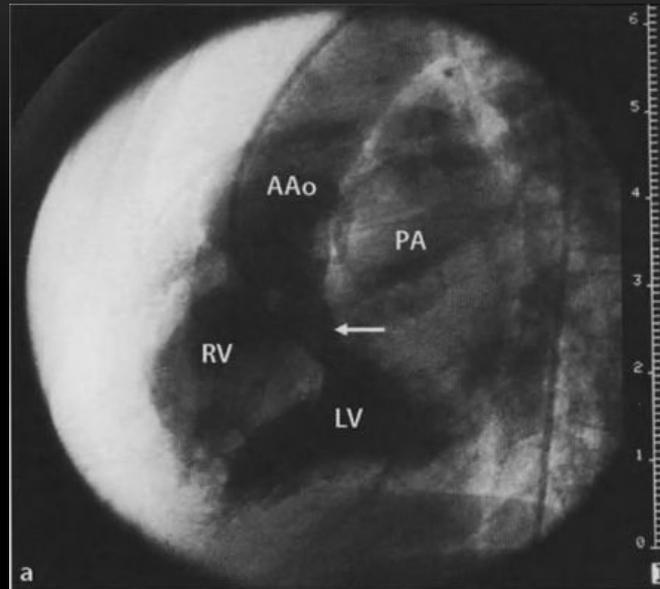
Коррегированная транспозиция магистральных сосудов. Рентгенограмма грудной клетки. Объяснение в тексте.
